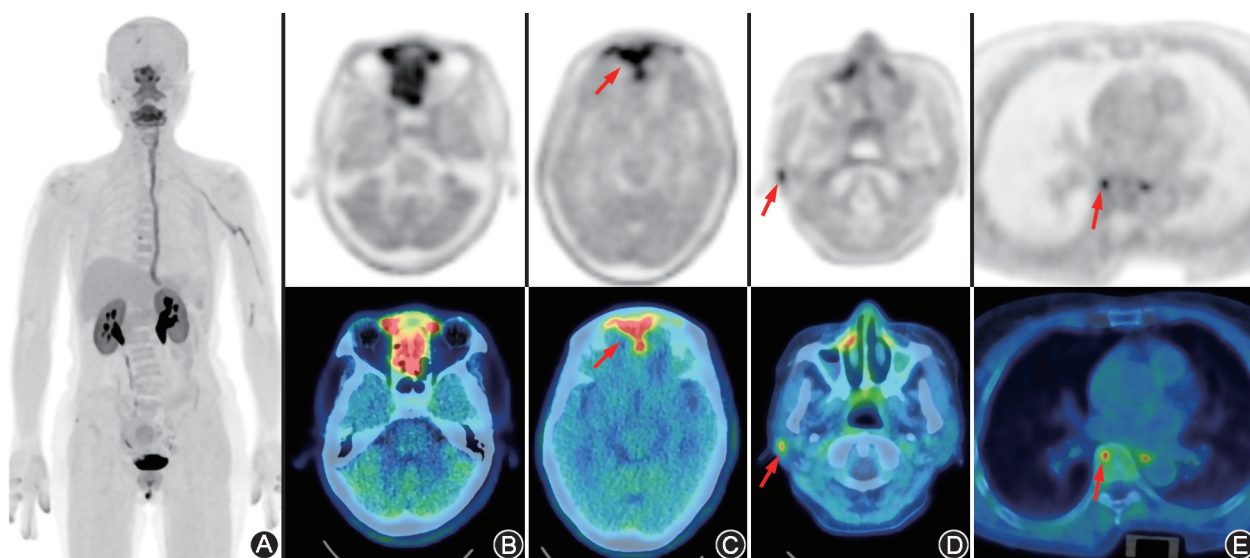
鼻咽癌患者(女,67岁)的4-硼基-2- ^{18}F -氟苯丙氨酸(^{18}F -FBPA)PET/CT显像图 最大密度投影图(A),鼻咽部及双侧泪腺(B)、前颅窝(C)、右侧颈部淋巴结(D)、 T_7 椎体横断面图(E)上可见原发病灶及转移灶 ^{18}F -FBPA摄取显著增高(箭头示转移灶),病灶显示清晰,提示肿瘤对硼药4-硼苯丙氨酸(BPA)的摄取能力良好
